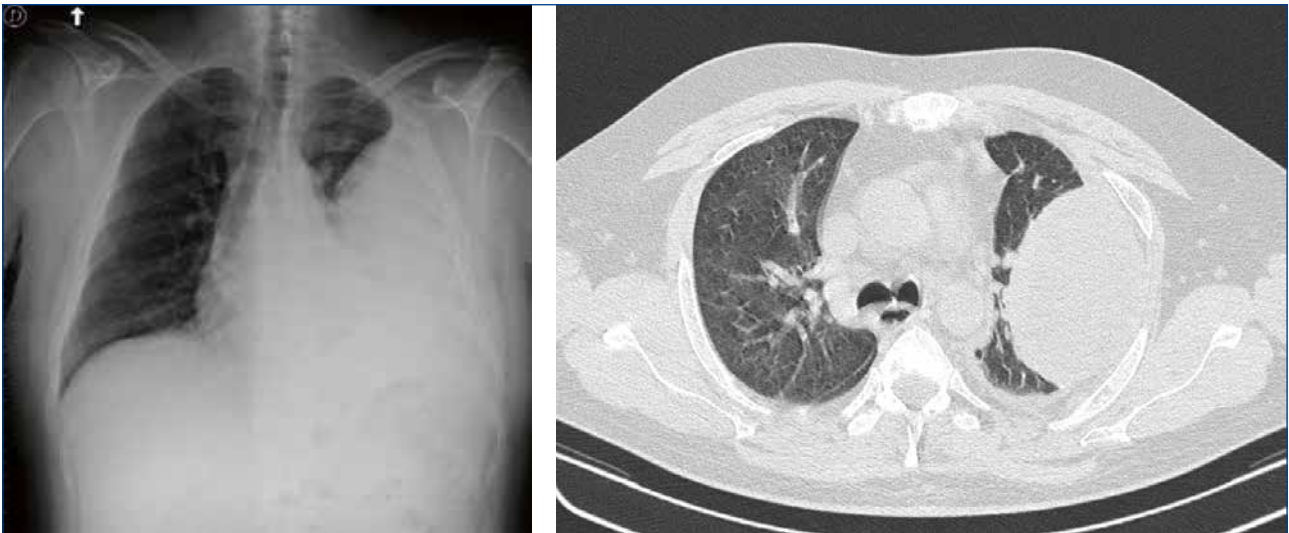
Importante versamento pleurico infettivo sinistro che alla TC si mostra saccato.
